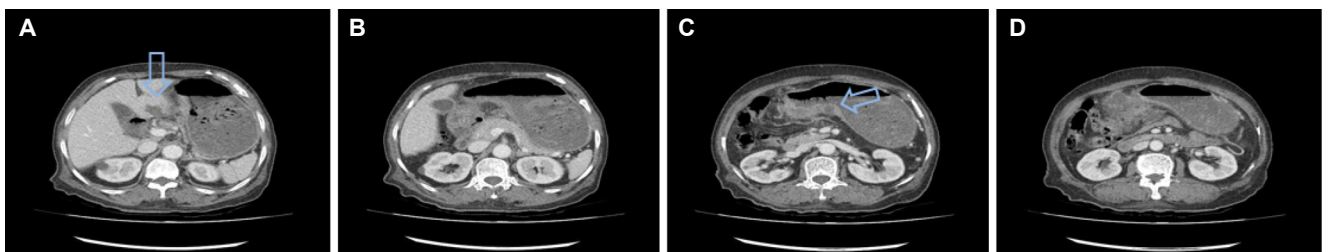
Abdominal CT findings. (A) CT showed an approximately 24 mm sized abscess (arrow) in the left hepatic lobe. (B) Marked distended stomach with hematoma. (C, D) Posterior wall of the gastric antrum showed marked wall thickening with a transmurals abscess (arrow) extending to the greater omentum and transverse mesocolon. CT, computed tomography.
